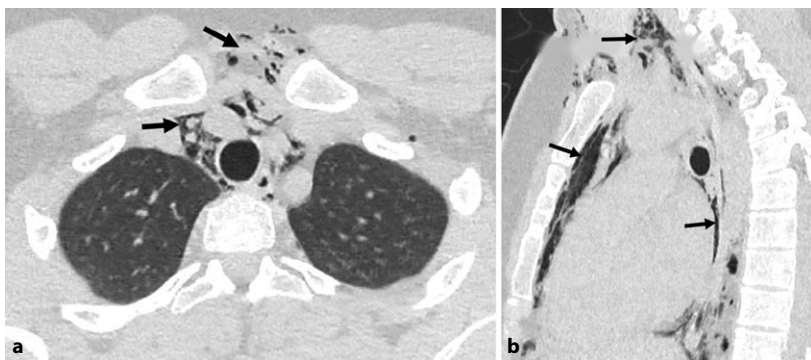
Пневмомедиастинум (пациент Ш.): а – воздух (стрелки) в мягких тканях груди и верхнем средостении; б – в мягких тканях шеи, переднем средостении и перикарде. Аксиальный (а) и сагиттальный (б) КТ-сканы
